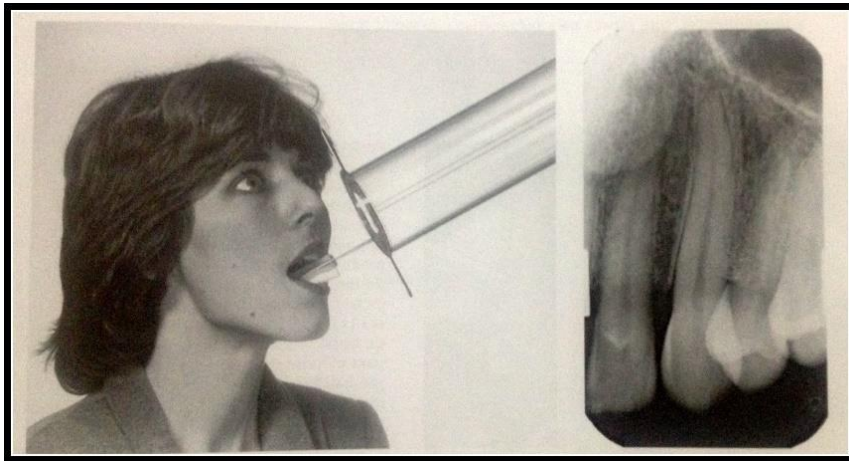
Radiografia Intraoral Periapical (técnica do paralelismo)
